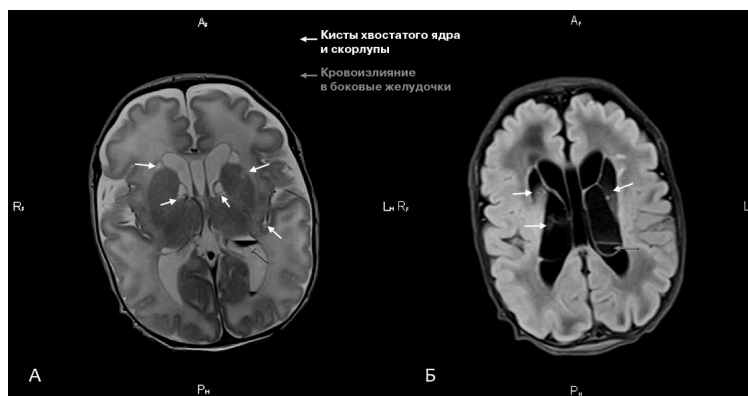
МРТ головного мозга ребенка в возрасте 8 сут жизни.
